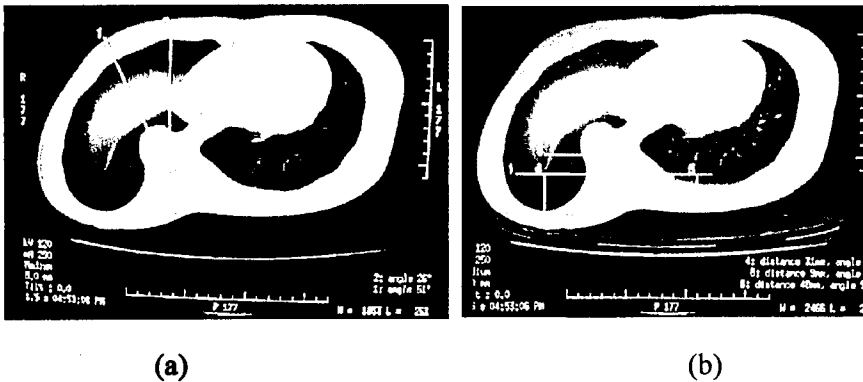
Imagens de TAC com determinação da rotação vertebral (a) e índice de gibosidade costal (b), a nível da vértebra apical, em doente com escoliose idiopática do adolescente.
